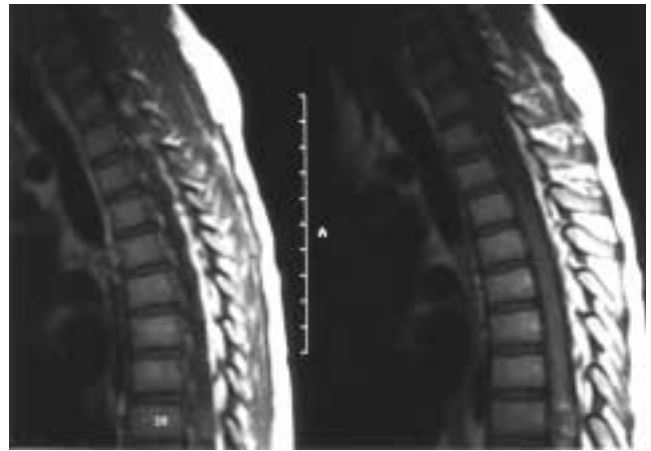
RM imagen en T1. Imagen de tumoración intramedular a nivel D8, correspondiente a hemangioma cavernoso.
